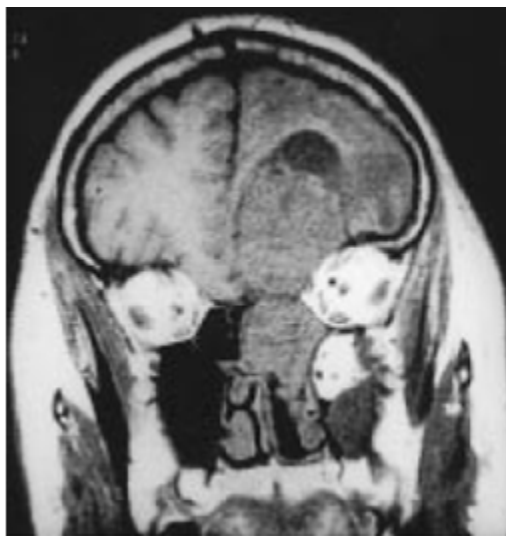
IRM coupe coronale en séquence pondérée T1. La lésion apparaît en iso-signal surmontée par une zone arrondie de bas signal franc.
